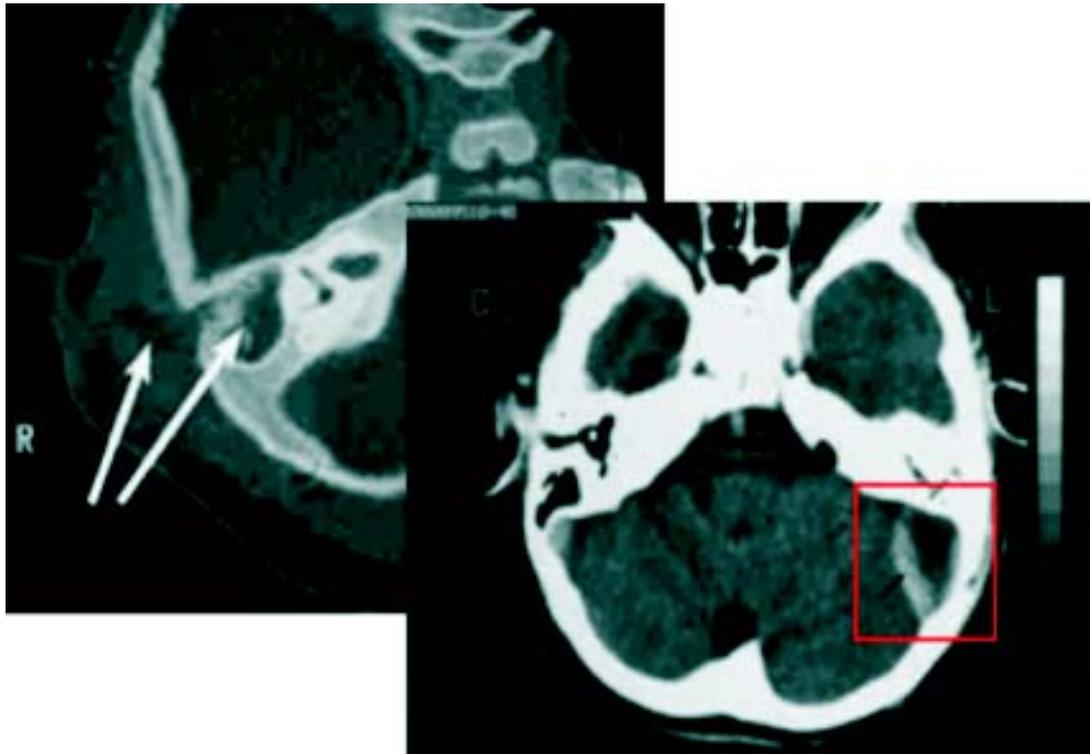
A la izquierda se puede apreciar en la TAC preoperatoria el oído medio ocupado por tejido de granulación con signos de osteítis (flechas blancas) y a la derecha el estudio contrastado donde se observa un absceso epidural (cuadrado rojo).
